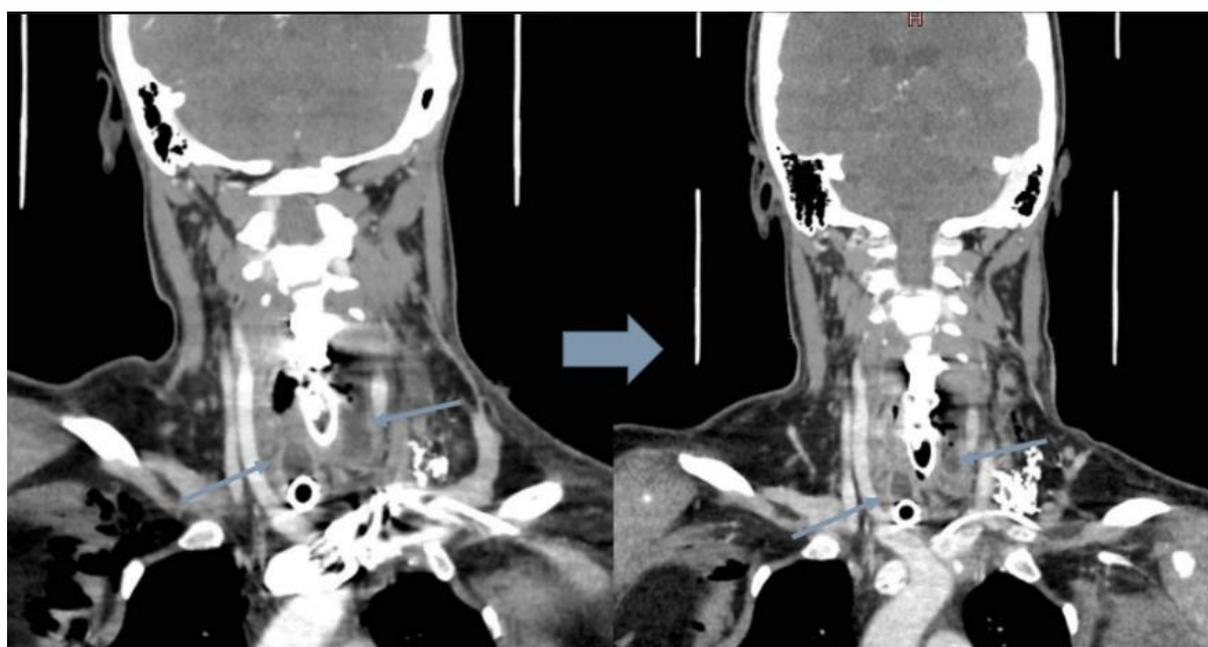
TAC cervical con contraste en vista coronal donde se evidencian abscesos paratraqueales bilaterales (flechas delgadas). (A) Tomografía realizada en el postoperatorio 7 de la corrección de la fístula esofágica. (B) Tomografía realizada en el postoperatorio 14 de la corrección de la fístula esofágica que muestra disminución del tamaño de los abscesos descritos.
